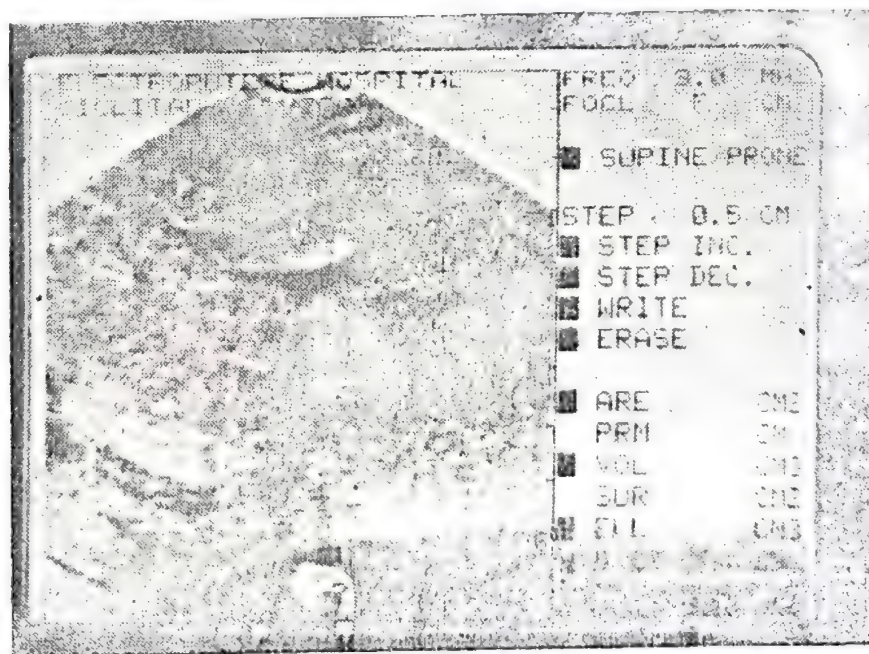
A — Aspect ecografic în HCA. Ficat grizonat „alb-gri” :
